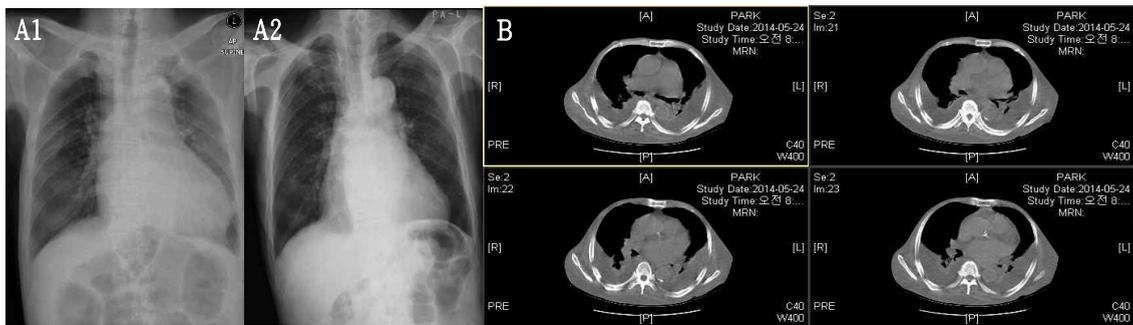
Chest X-ray (A1, A2), chest CT (B).
